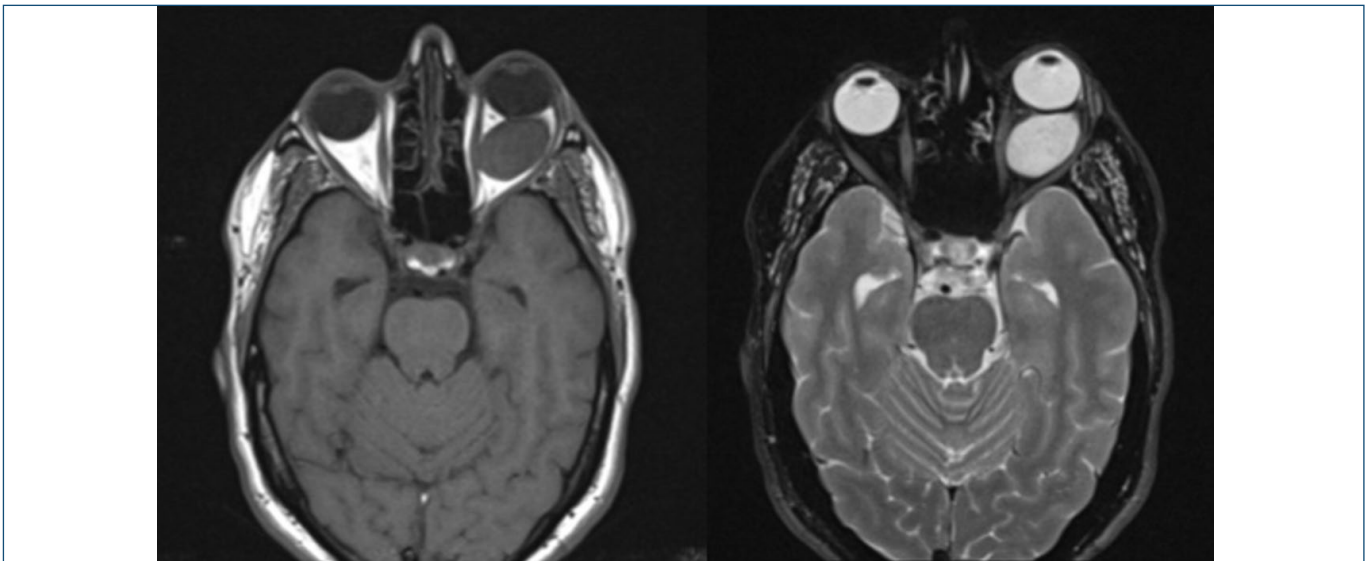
Corte axial da Ressonância Magnética de órbitas demonstrando lesão expansiva ovalada com contornos regulares com hipossinal em T1 e Hipersinal em T2 localizada no interior da órbita esquerda em região retrobulbar, medindo cerca de 3,0 cm x 1,7 cm nos seus maiores diâmetros, deslocando o nervo óptico superior e medialmente.
